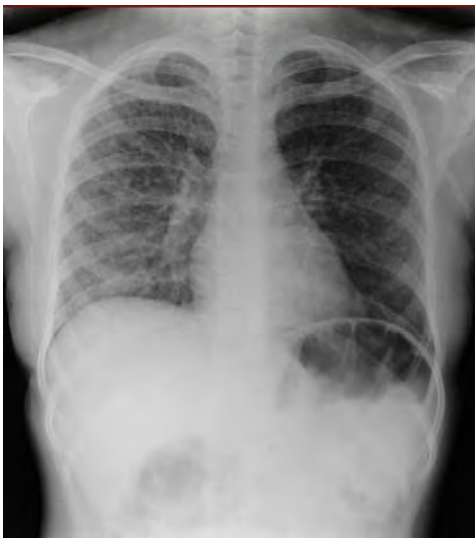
Radiografía de tórax PA con infiltrado intersticial bilateral de predominio derecho.
